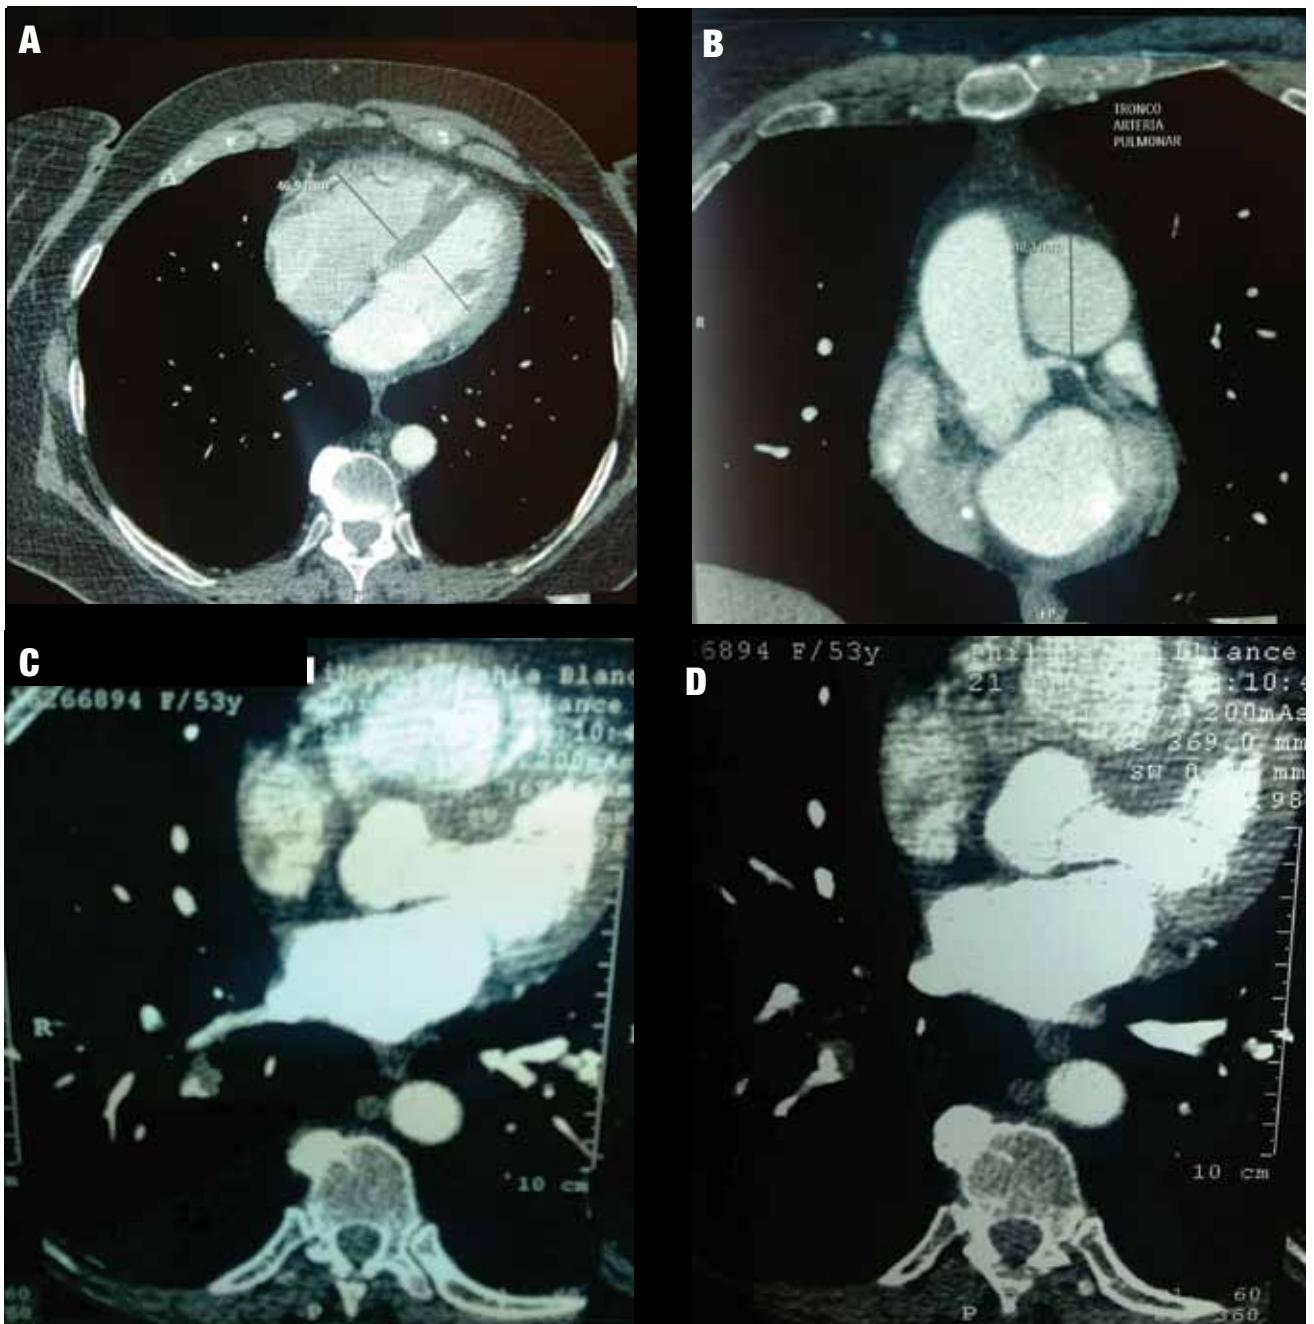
Angiotomografía de tórax con contraste endovenoso. A. Dilatación del ventrículo derecho. B. Dilatación de la arteria pulmonar. C y D. Defecto de relleno a nivel de ramos y subramos del lóbulo inferior derecho compatible con tromboembolismo pulmonar crónico.
